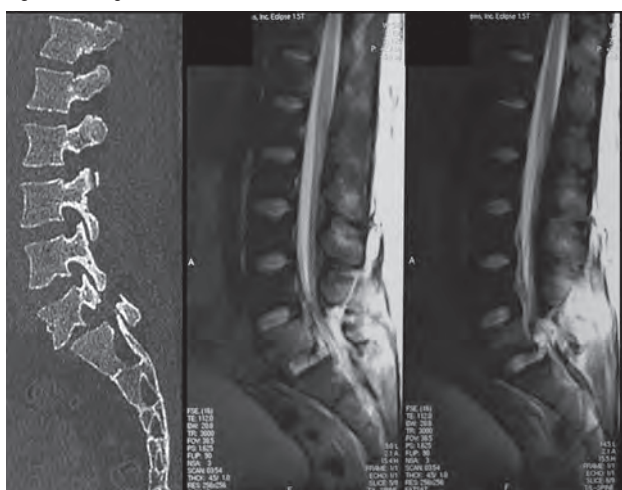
Tomografía y resonancia magnética prequirúrgicas del caso 1. Obsérvense la fractura de pars interarticularis de L₅ asociado a fractura de espinal de L₄, importante daño ligamentario y edema en el cuerpo de L₅.
